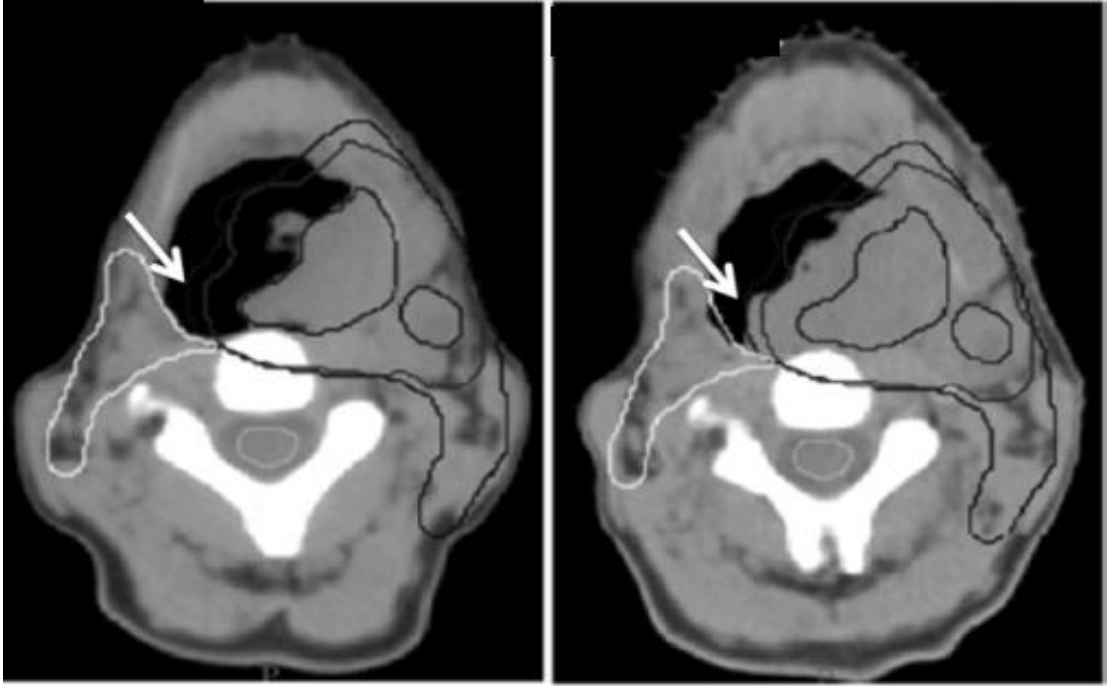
3 nolu hastanın MR ve BT kullanılarak yapılan füzyon görüntüsü.
